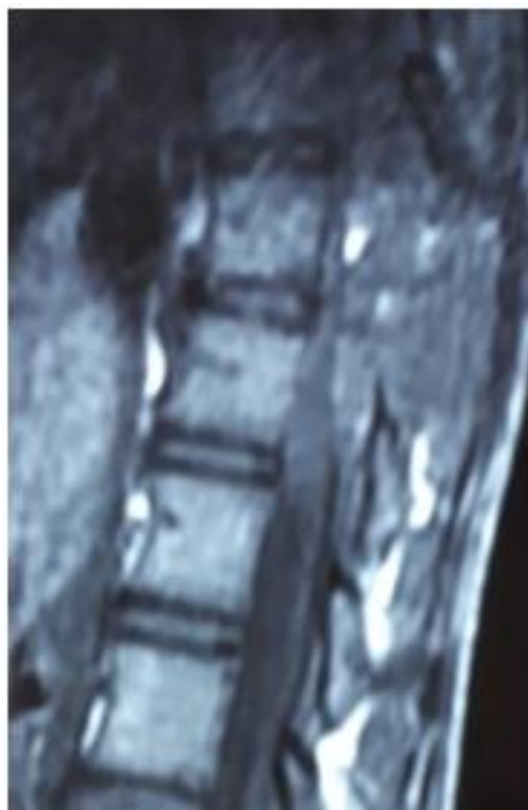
IRM T1 en coupe sagittale
